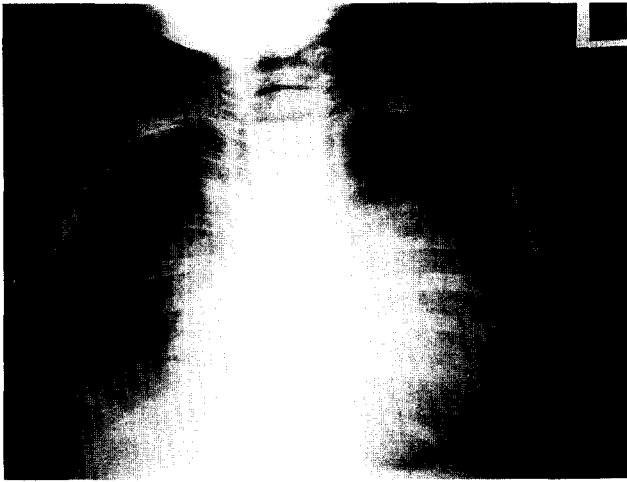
Postoperative chest X-ray view showed improved sign of heart failure but still cardiomegaly.
